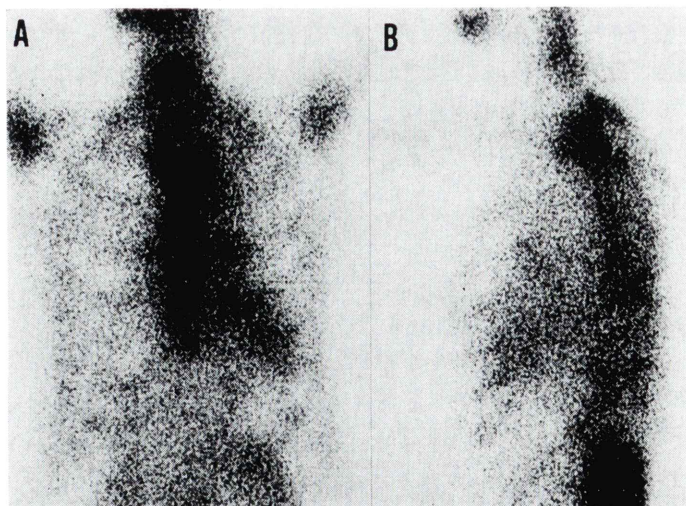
Planar images of $^{99m}\text{Tc-PYP}$ myocardial scintigraph. A: anterior view, B: lateral view.
